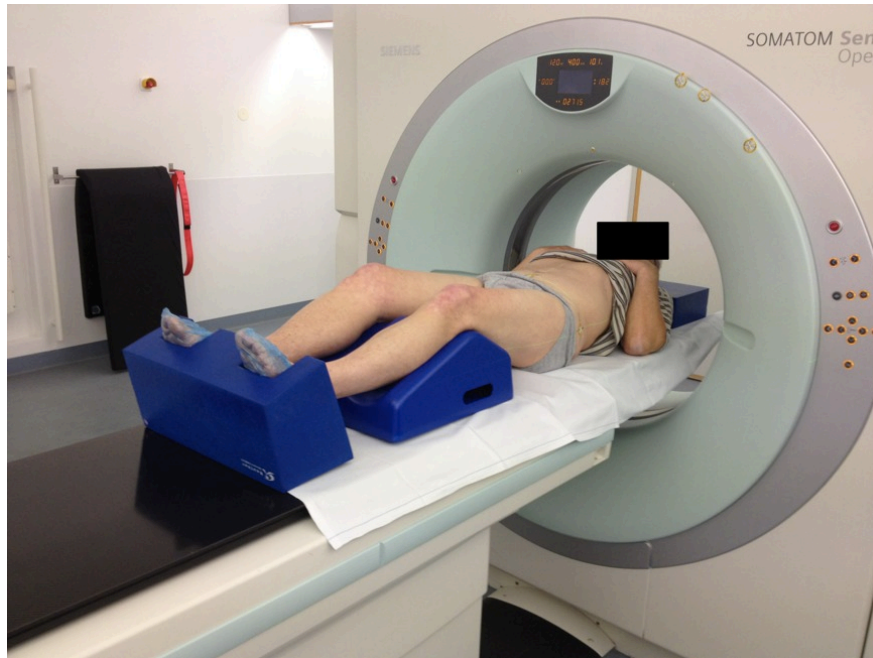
Lagerung eines Patienten mit Prostatakarzinom zu Planungs-CT. Immobilisierung mit speziellen Lagerungshilfen zur Fixierung der Knie und Füße. Ausrichtung im Laserkreuz mit Hautmarkierung und radioopaken Markern.
